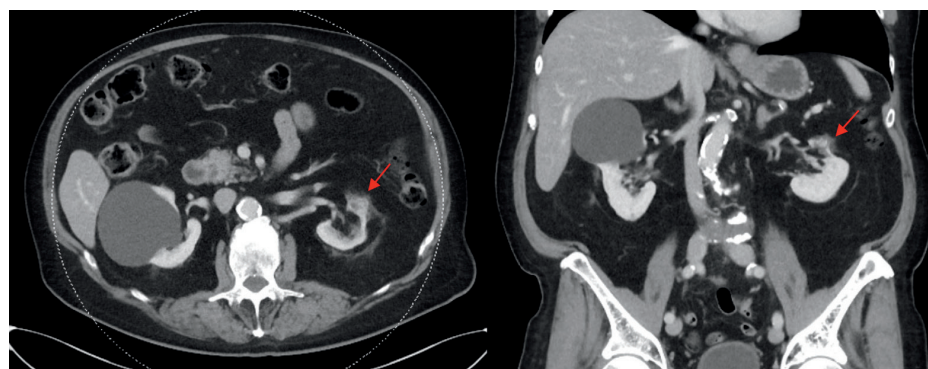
Imágenes de TAC 5 años después de la radiación ablativa estereotáctica que muestran el realce heterogéneo del área tumoral con cicatrización del polo superior izquierdo (flecha roja).
